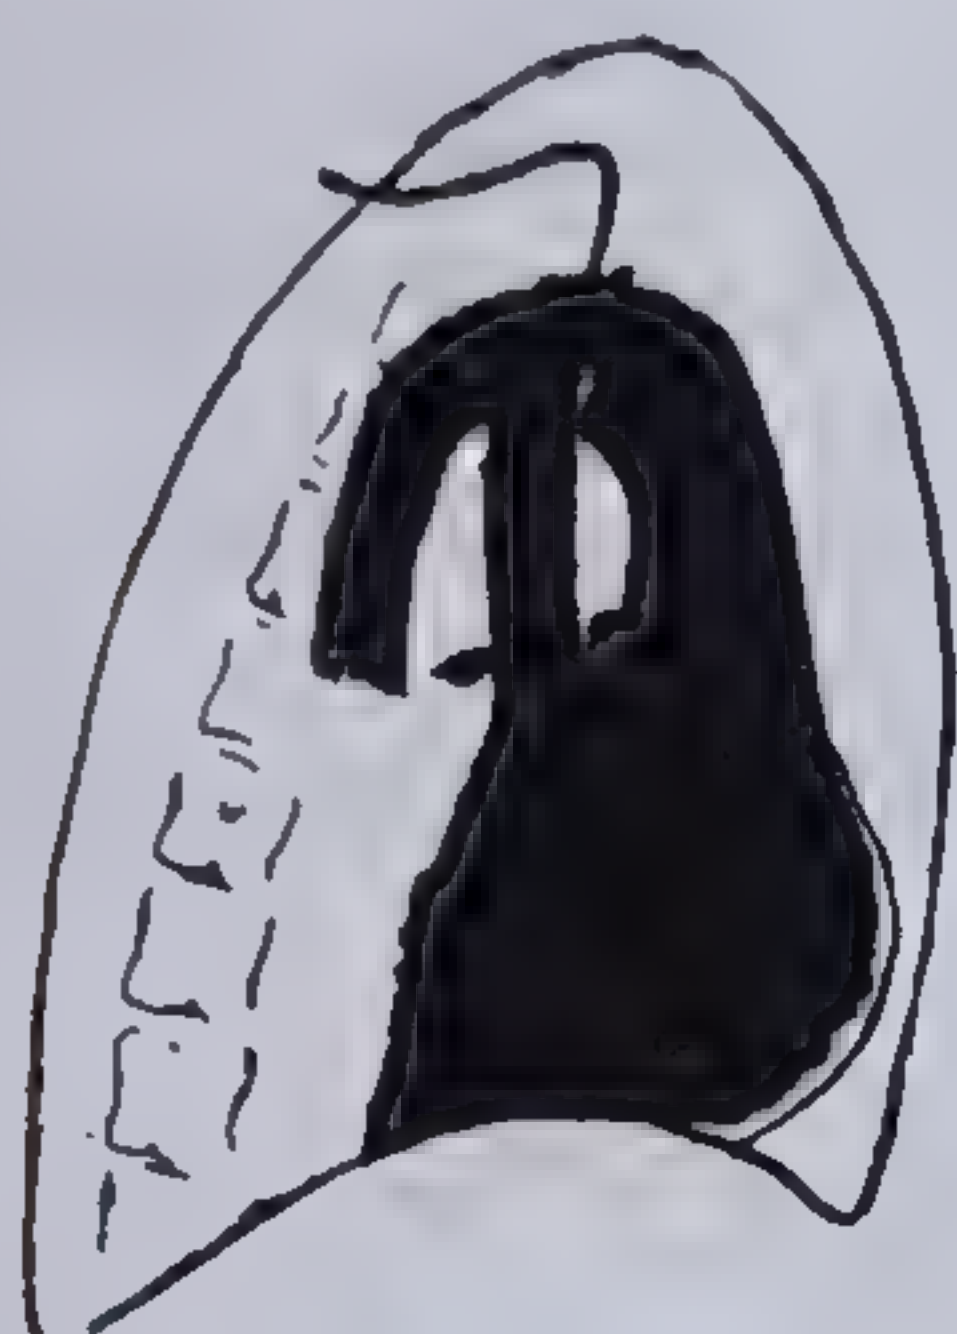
Tetralogia Fallot. Angiocardiografie. Radiografie de profil. Film realizat în secunda a 2-a de la începutul injecției cu substanța de contrast. Se observă în momentul efectuării dextrogramei, injectarea în același timp cu artera pulmonară stenozată și cu ramificații reduse, și a aortei — mult lărgită — ce primește sânge venos prin defectul de sept interventricular, ca și dextropoziția sa.
